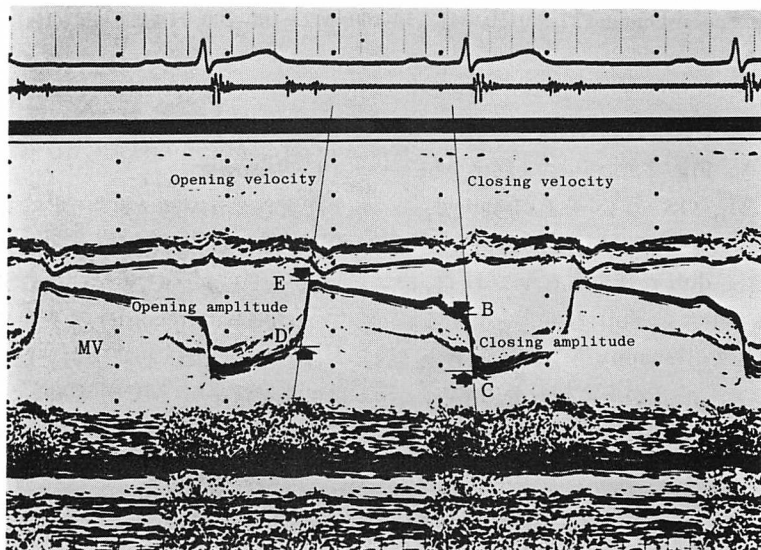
Measurements of M-mode echocardiographic parameters related to the productions of the mitral component of the first heart sound (M_1) and the mitral opening snap (OS).
